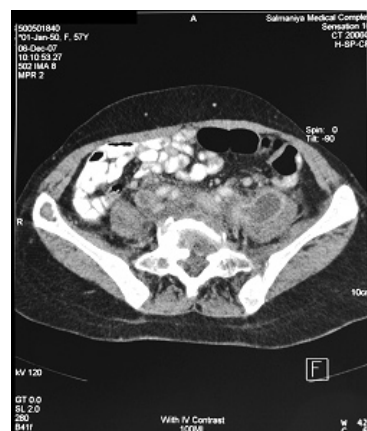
CT scan of pelvis showed left iliopectus with destruction of L5 vertebral body.
